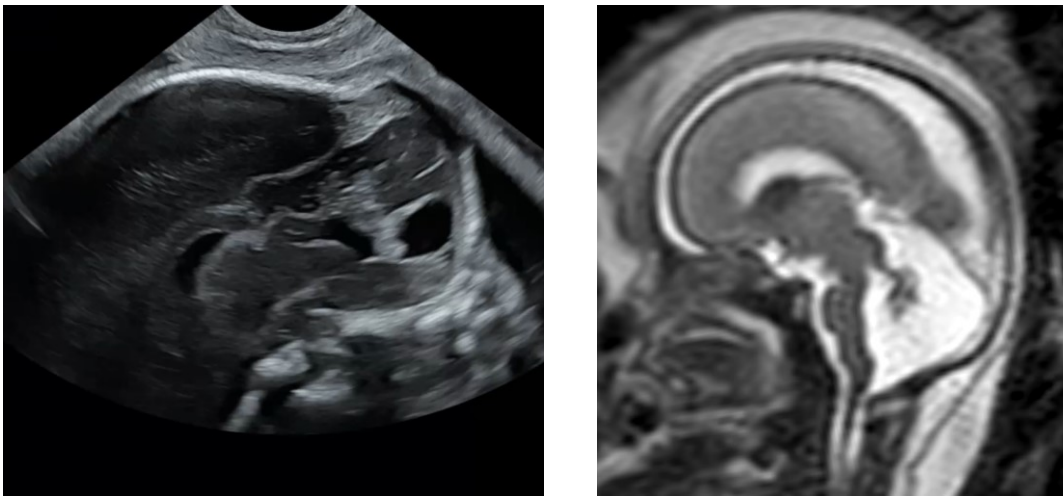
Vermishypoplasie bei Joubert Syndrom. Sagittale Schnittebene SSW 22, fetale Neurosonographie (links), fetales MRI, T2 gewichtet (rechts)
